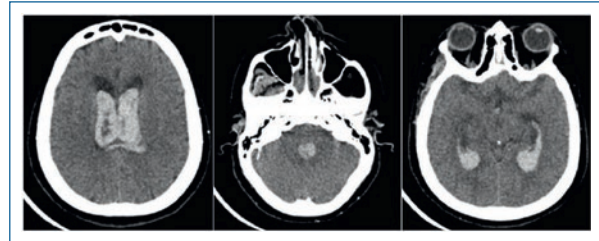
Tomografía axial computarizada de ingreso.
